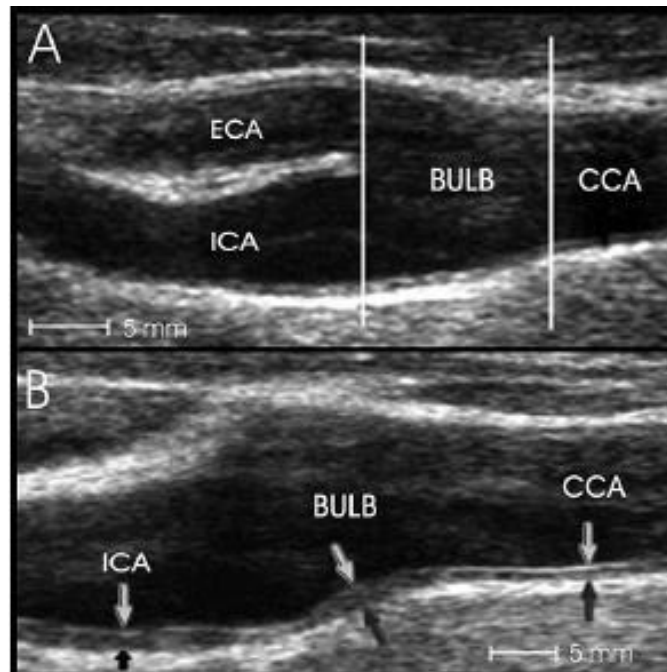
Image longitudinale ultrasonore à haute résolution de l'artère carotide commune distale (CCA) (43).
